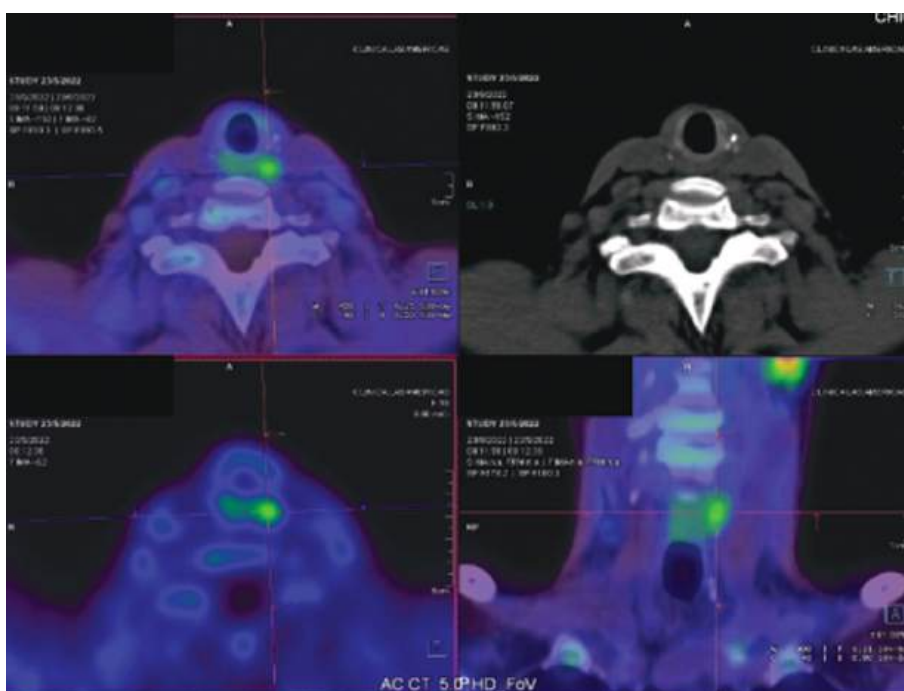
Estudio de localización mediante PET-Colina. Se evidencia lesión compatible con adenoma paratiroideo localizado posteriormente a la tráquea.
